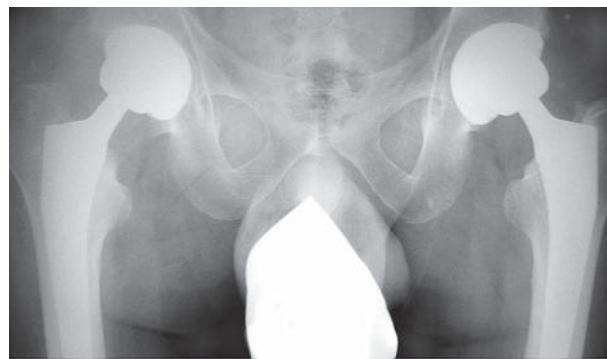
Рентгенограма хворого С., 33 роки: двобічне тотальне безцементне ендопротезування кульшових суглобів
